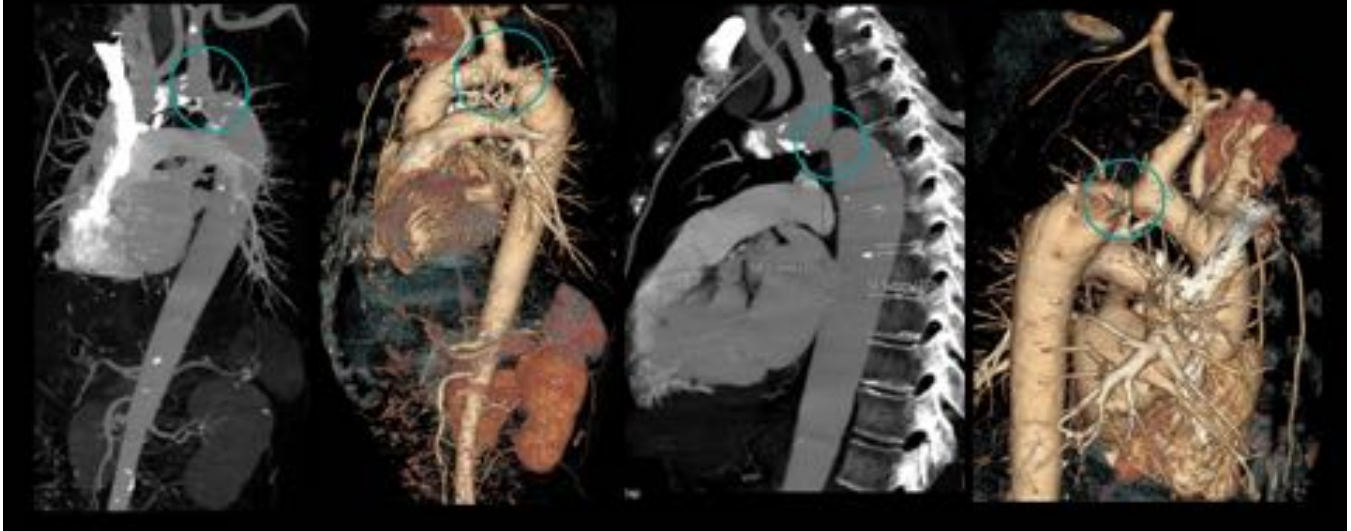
TC: MIP y reconstrucciones volumétricas sagitales. Círculo: coartación aórtica a nivel del istmo aórtico. Distalmente a la coartación aparece una dilatación postestenótica en aorta descendente proximal.
